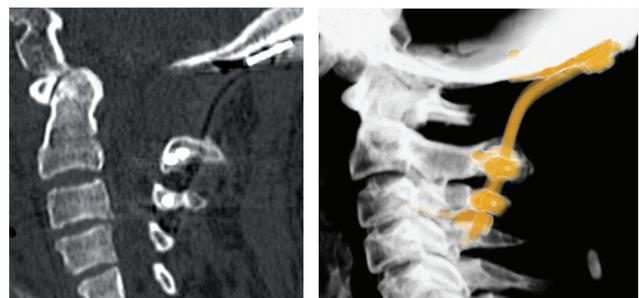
Контрольные КТ пациента с ОСД
